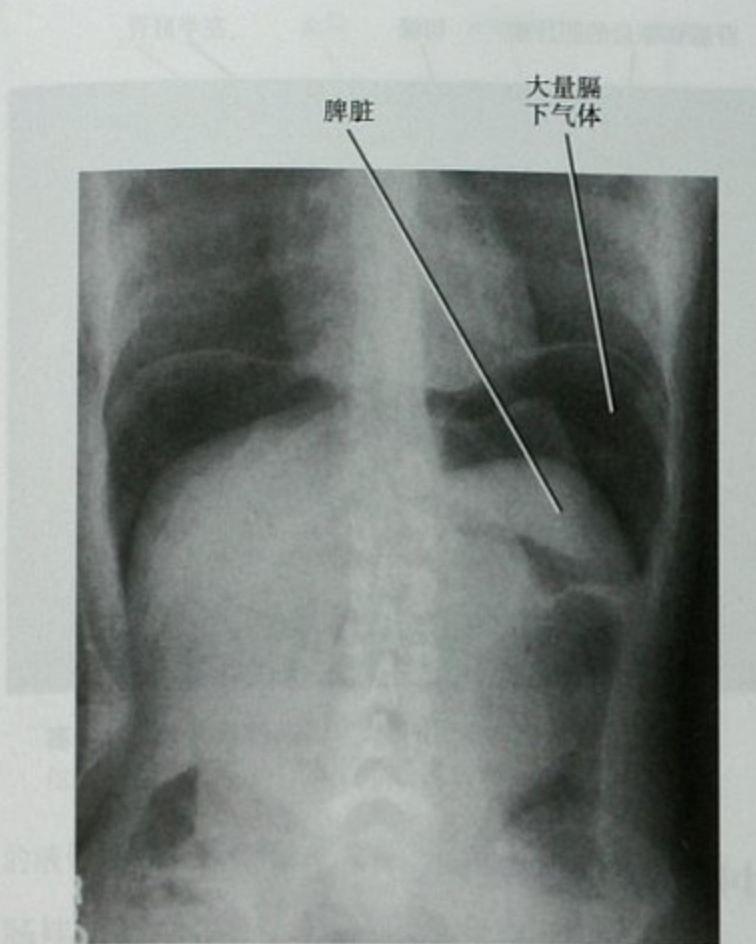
立位腹部平片显示阴道穹隆撕裂伤所致的大量腹膜腔内游离气体
